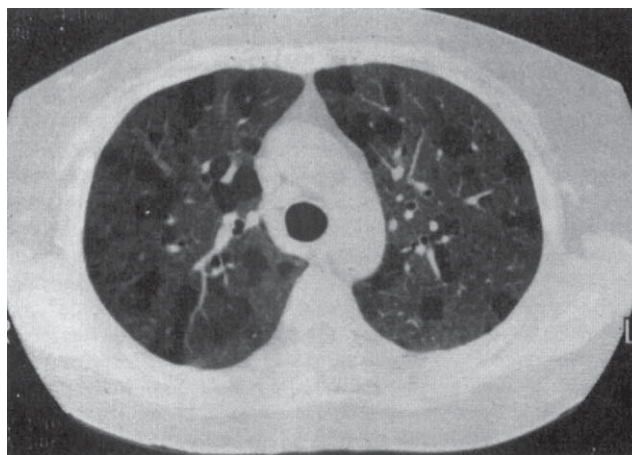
TC cu rezoluție înaltă demonstrând prezența unui parenchim pulmonar cu aspect heterogen. Cea mai mare parte a parenchimului are un model subtil de „sticlă zdrobită”, cu densitate crescută, care este mai bine recunoscut prin comparație cu zonele interpușe de plămân normal, care are margini neregulate, dar bine definite. Modelul de „sticlă zdrobită” la acest pacient a fost dat de pneumonia prin hipersensibilizare.
